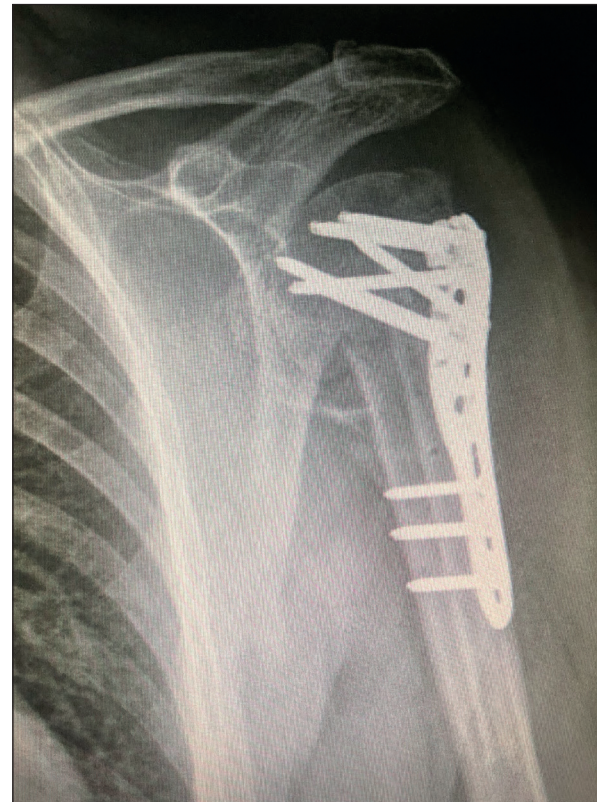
Radiografía de control de la paciente del primer caso tras reosteosíntesis con strut intramedular y placa Philos.
